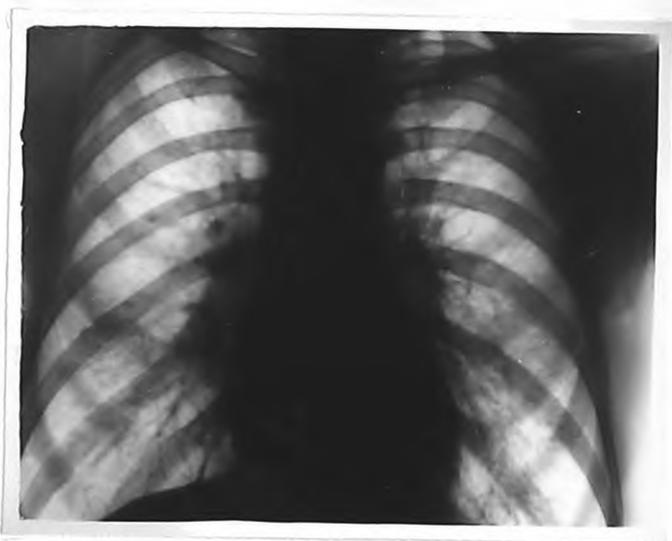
Рентгенограмма 6-го Ч. Первичное обращение /описание в тексте/.
